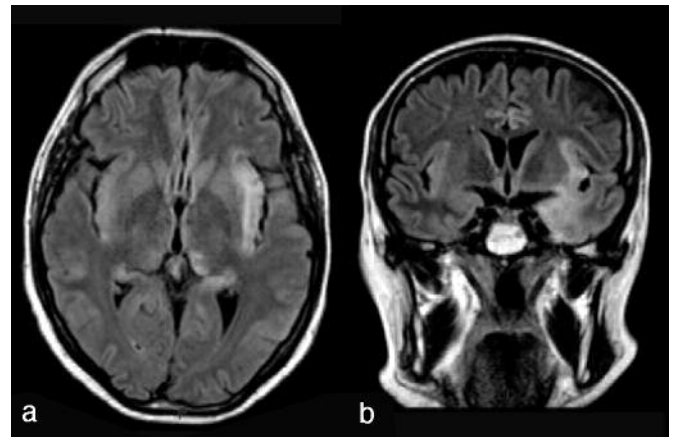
a, b Immagini FLAIR assiale e coronale. Si osserva maggiore visualizzazione ed estensione del focolaio encefalitico sia in sede temporo-insulare sinistra che destra.
